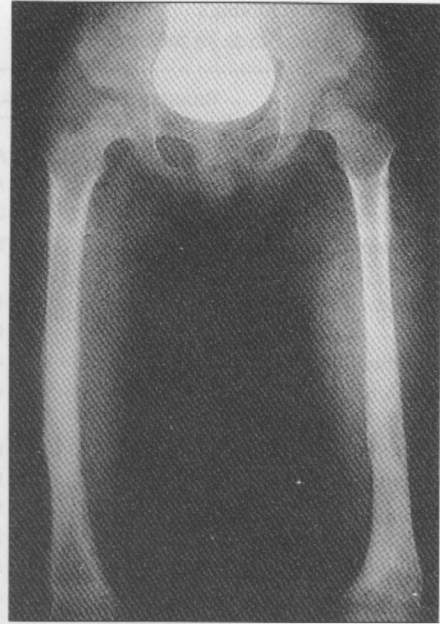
Radiografía a los 6 meses de la retirada del fijador.
